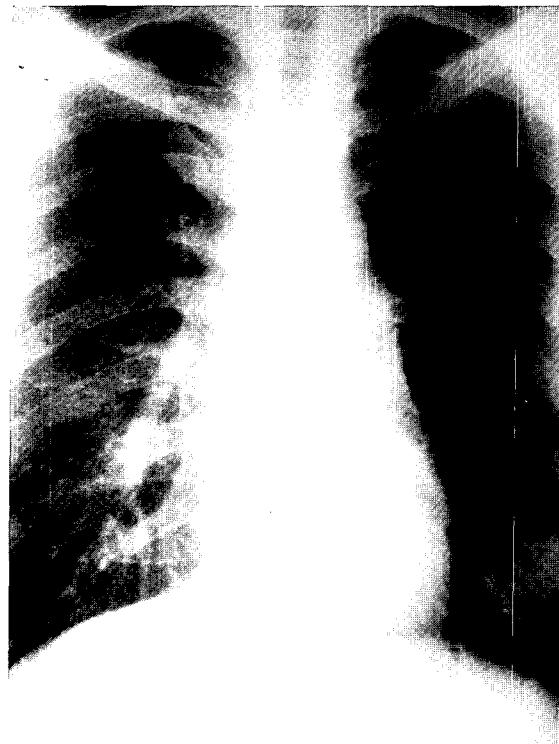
Plain radiograph showing expansive osteolytic lesion in the left sixth rib
